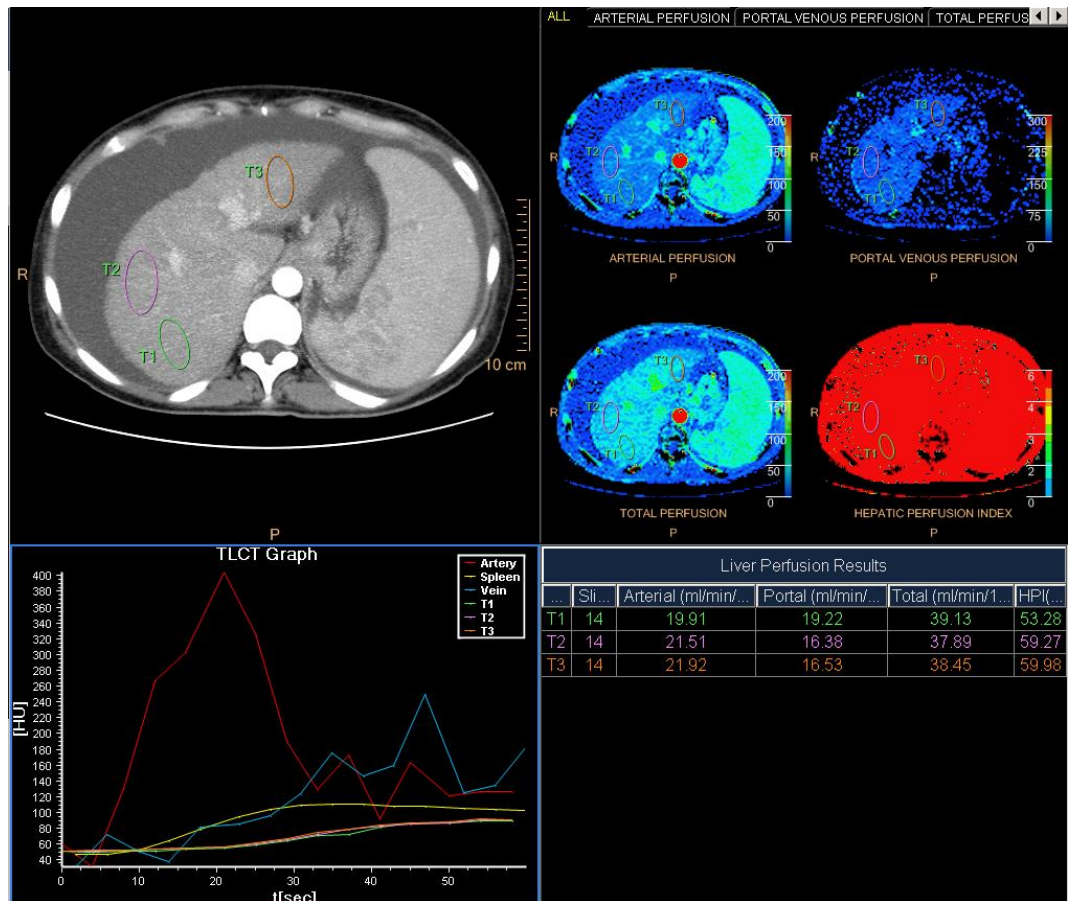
КТ-перфузия печени пациентки М. В результате постобработки данных получены значения артериальной, портальной, общей перфузии, индекса перфузии печени в III, VII, VIII сегментах.
